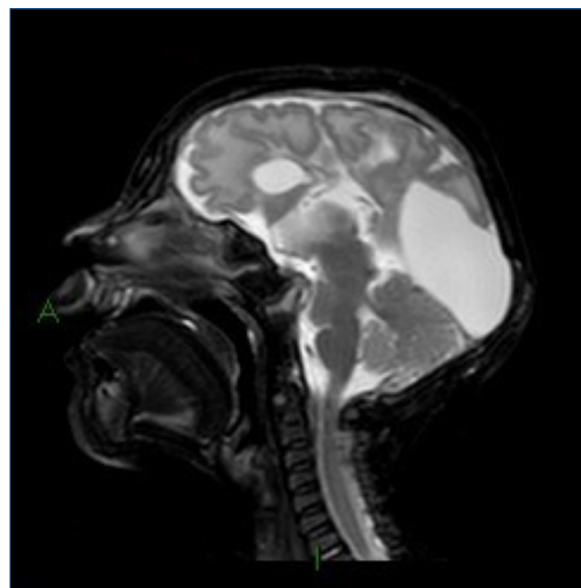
Resonancia magnética sagital en T₂ FLAIR. Malformación del desarrollo cortical con alteración en la neurogenia, en la migración y en la posmigración neuronal, y neurohipófisis ectópica.
